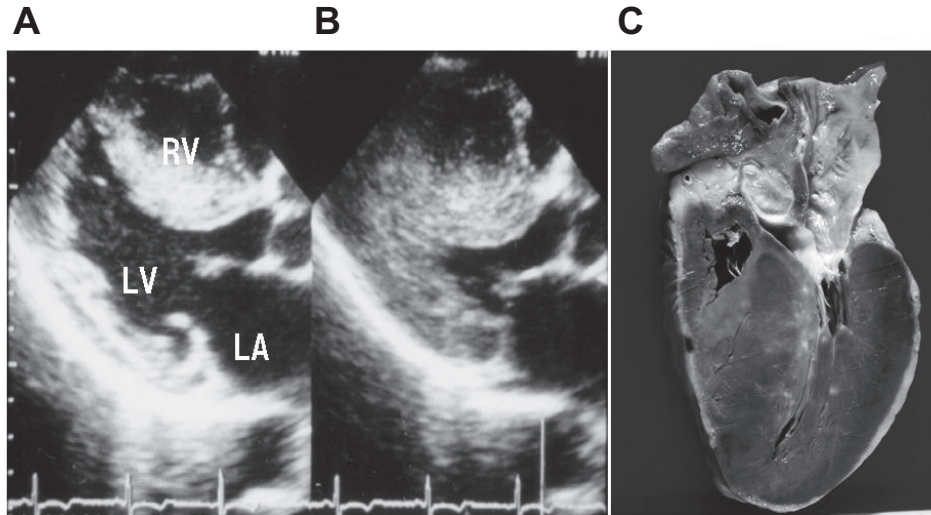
突然死した HCM 患者の長軸断層心エコー図と剖検心.
